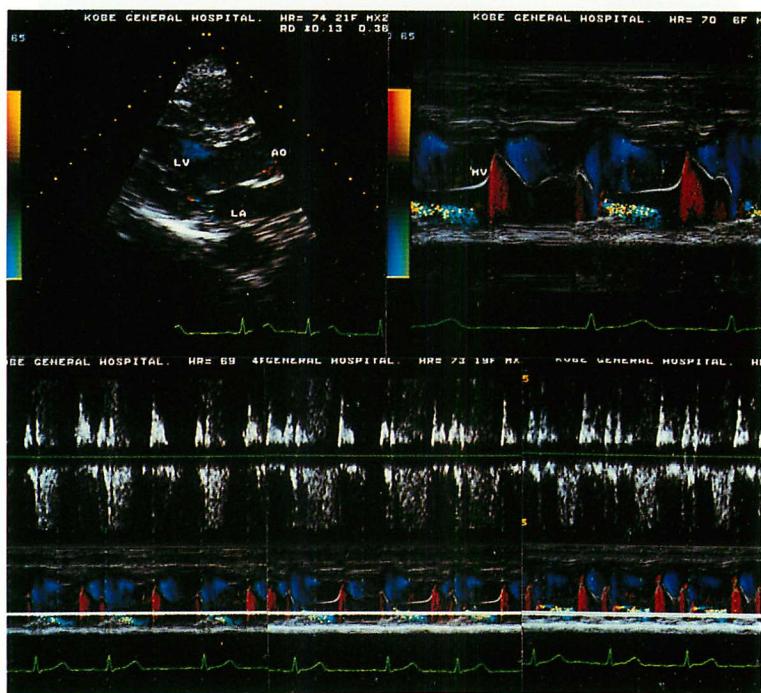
Two-dimensional Doppler color flow imaging (left upper panel), M-mode color Doppler echocardiogram (right upper panel) and pulsed Doppler recordings (lower three panels) of a patient with mitral valve prolapse.
